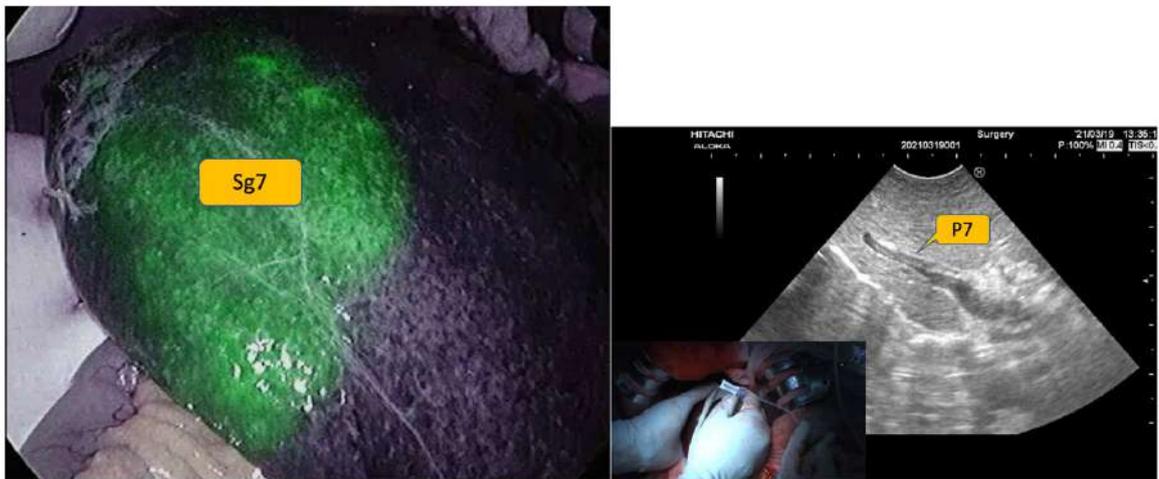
（左）針對肝臟第七段進行ICG螢光染色。（右）超音波導引下，對第七段的肝門靜脈（P7）進行穿刺，注入ICG於血管內。（作者本人手術照片）
